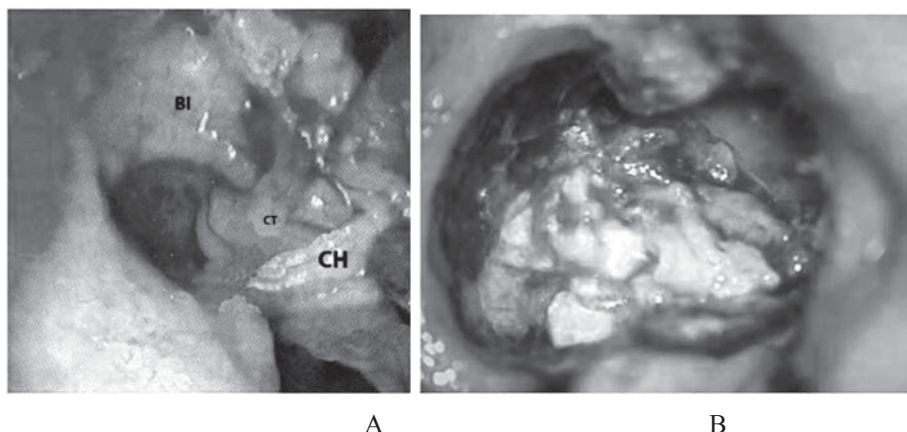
Aspect intraoperator de colesteatom: A - colesteatom (CH) limitat atical, BI – corpul nicovalei, CT – colobulul chorda tympani; B - colesteatom extins cu erodarea osișoarelor [12].
